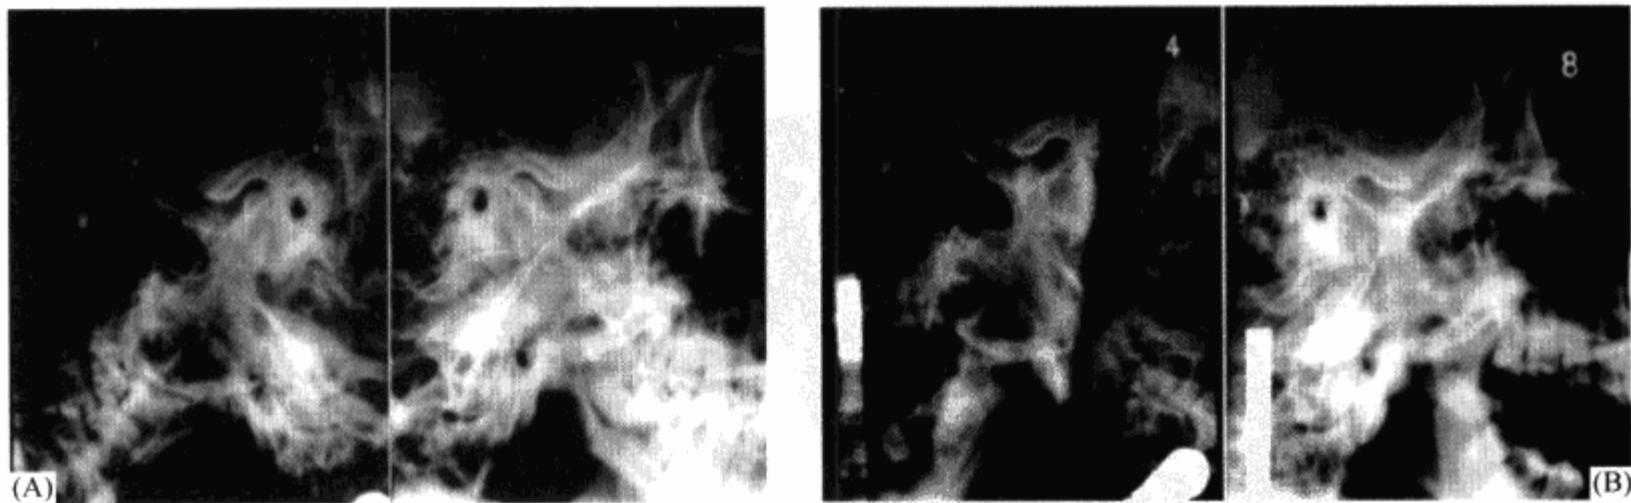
正常颞颌关节平片 (Schüller 位片)
